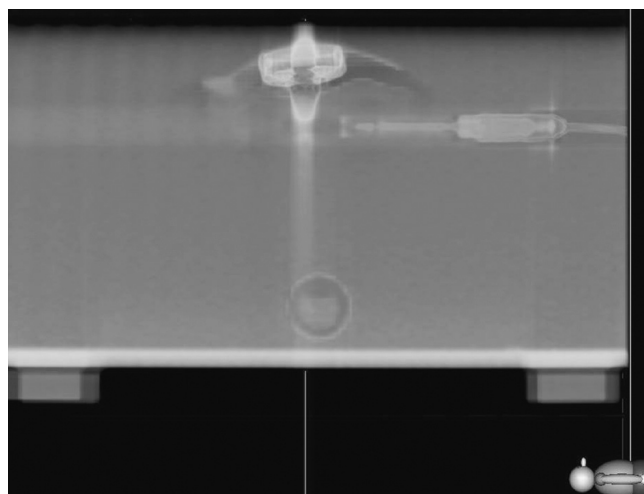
Imagen 3D del montaje generada por el planificador a partir de imágenes TC.
